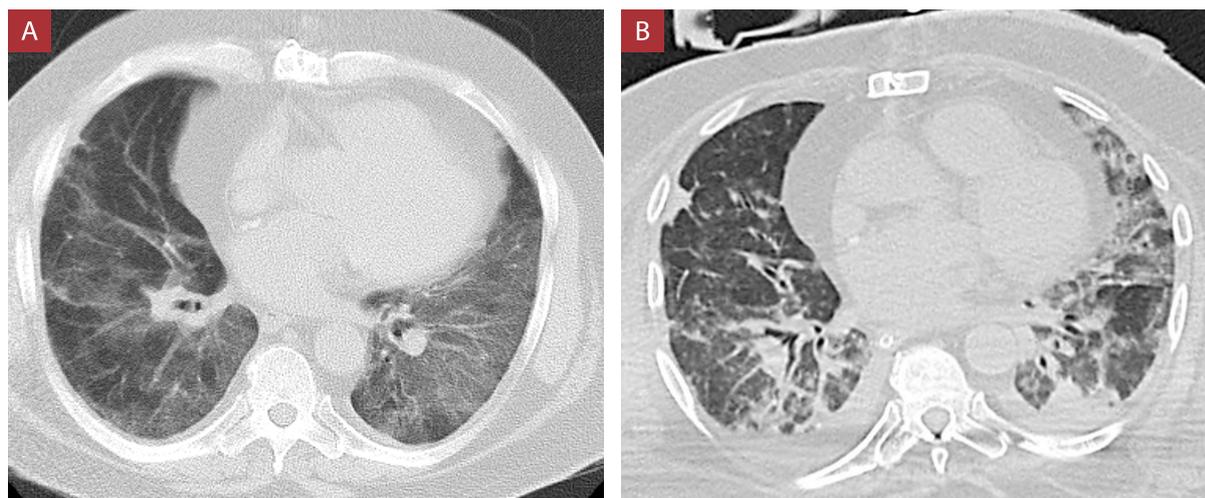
Tomografías torácicas correspondientes al caso 2. A) Tomografía al ingreso muestra opacidades confluentes en vidrio deslustrado visualizados en regiones periféricas y centrales de ambas bases pulmonares. B) Tomografía en el día 24 muestra bandas parenquimales desorganizadas y escasas áreas en vidrio deslustrado en ambas bases pulmonares a predominio del lado izquierdo y leve efusión pleural bilateral.
